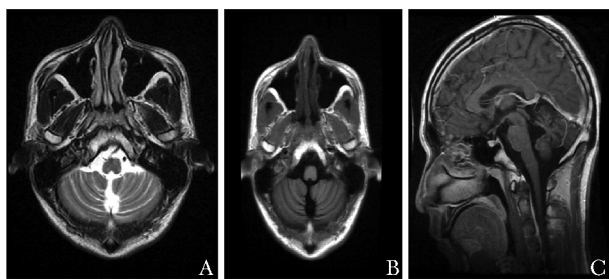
头颅 MRI T2WI (A)、T1WI (B) 和 T1 增强矢状位 (C) 示小脑轻度萎缩
